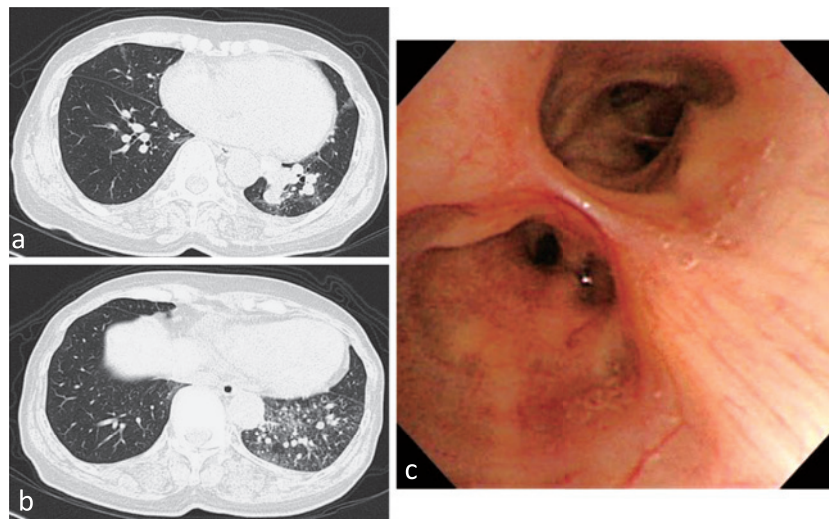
(a) (b) CT scan shows increased blood flow in the left basal segment and a posterior shift of a major fissure, indicating low volume in the left lower lobe. (c) Bronchoscopic findings show a normal left basal bronchus.
